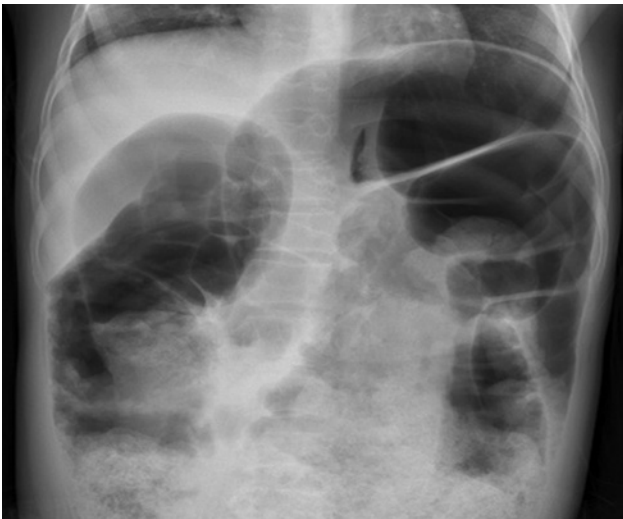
Sigmoid megacolon appearance on plain x-ray graph.
